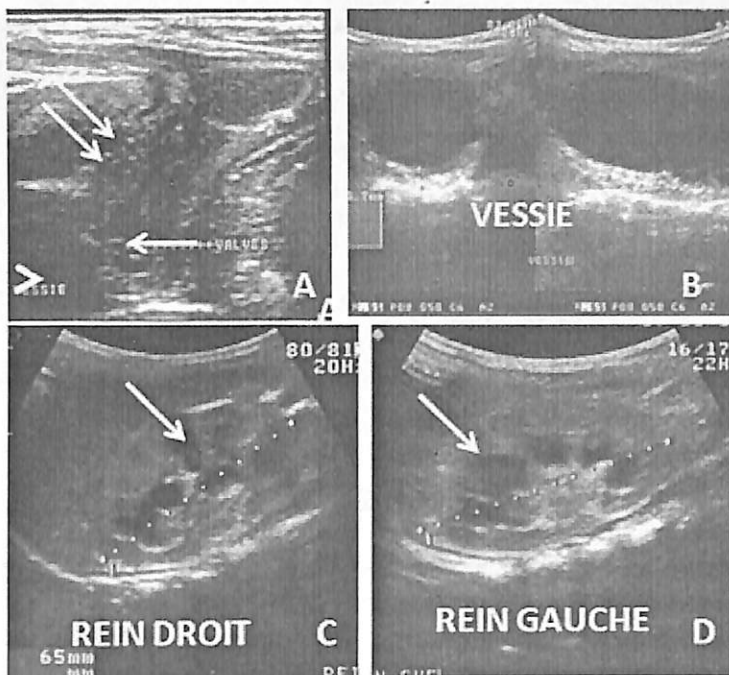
Même patient, contrôle échographique à 02 mois de l'intervention du kyste de l'ouraque objectivant la persistance de l'hydronéphrose bilatérale de stade II (C, D, flèches) sur vessie normale (B) ayant suscité une recherche positive des valves de l'urètre postérieur par voie périnéale (A, flèche). A noter l'urètre postérieur dilaté (A, double flèches) et la vessie (A, tête de flèche).
